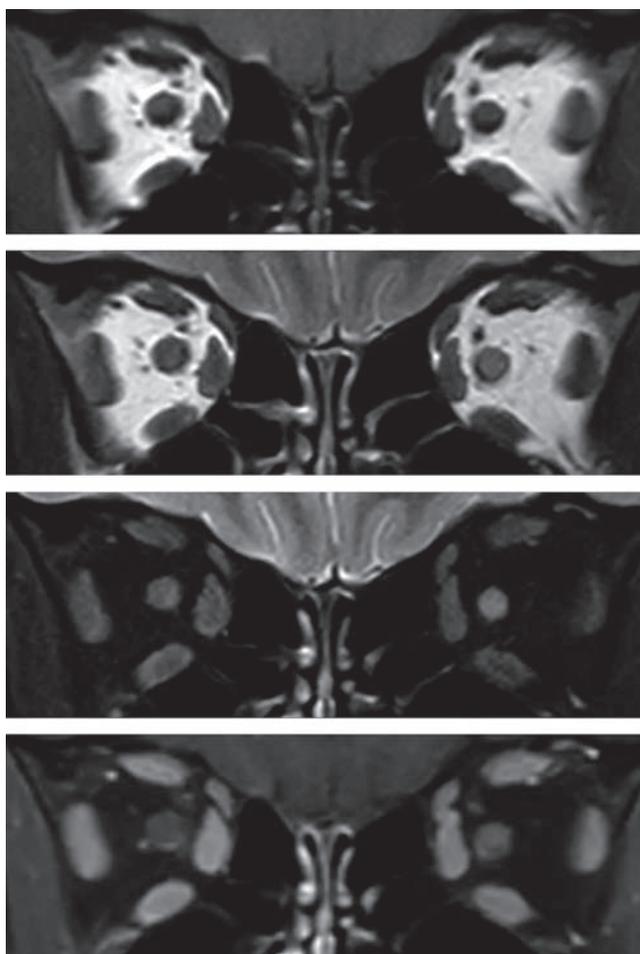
Névrite optique gauche dans le cadre d'une sclérose en plaques. IRM orbitaire 3 teslas, coupes coronales.
